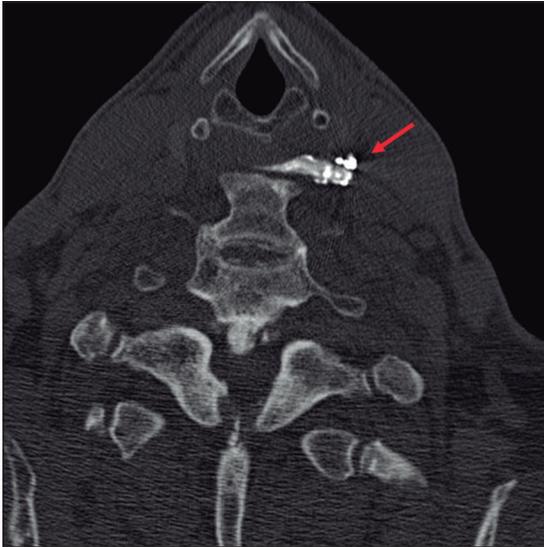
TC cervical que evidencia restos de contraste en divertículo periarthrodesis inferior izquierdo (flecha).
